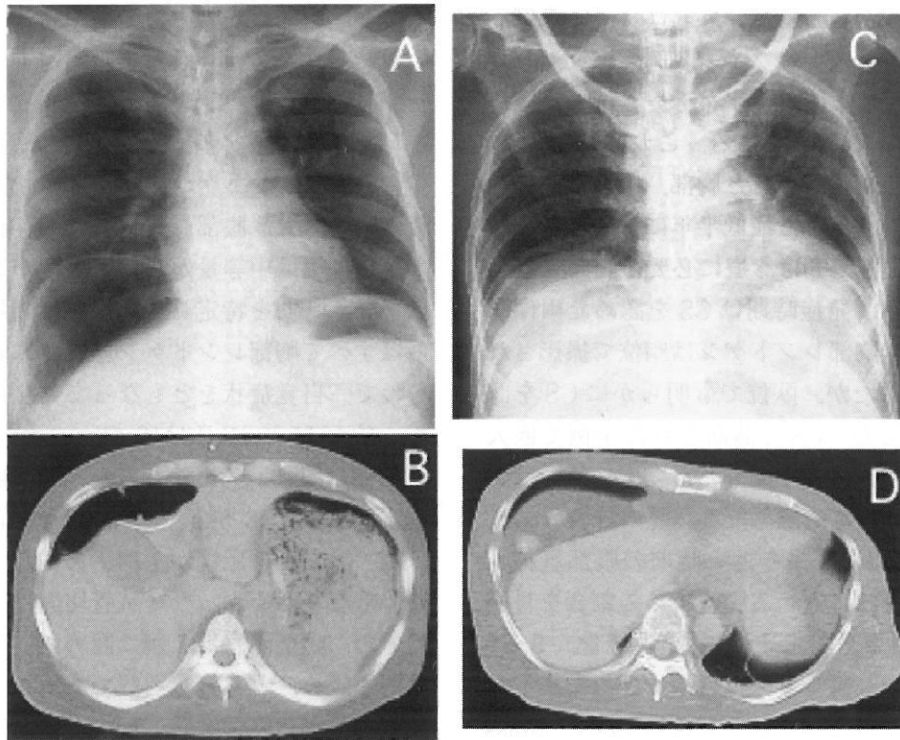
CS 嵌入臓器別の胸部レントゲンと CT 所見
